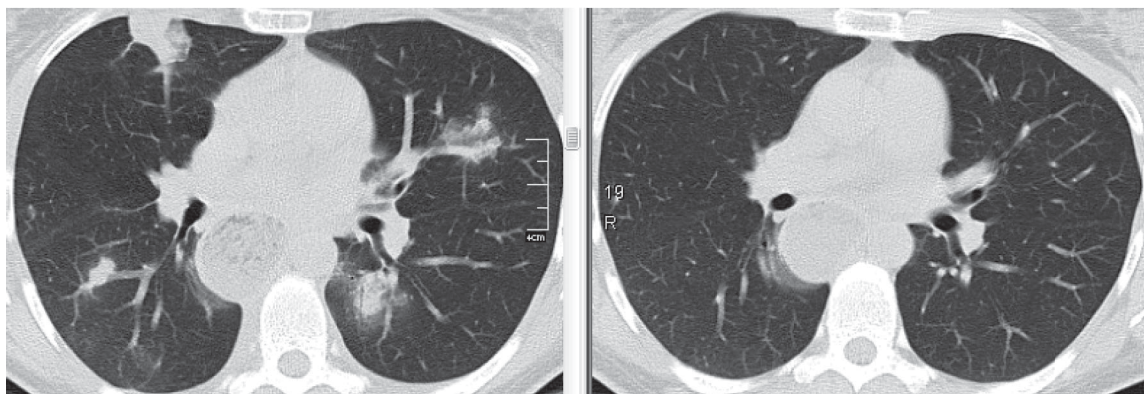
МСКТ больной Р., слева — до лечения ГКС: множественные инфильтраты в обоих легких; справа — после двухнедельной ГКС-терапии: полное восстановление пневматизации паренхимы за счет рассасывания фокусов инфильтрации.
